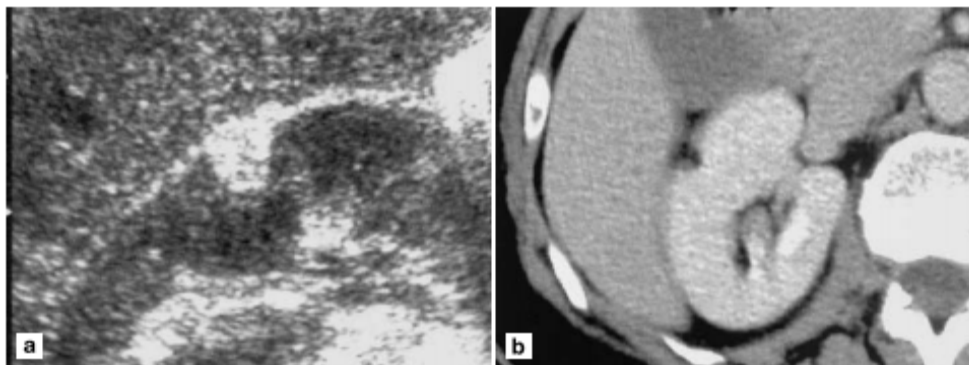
Petits angiomyolipomes, a. échographie montrant une petite tumeur rénale hyperéchogène et homogène
